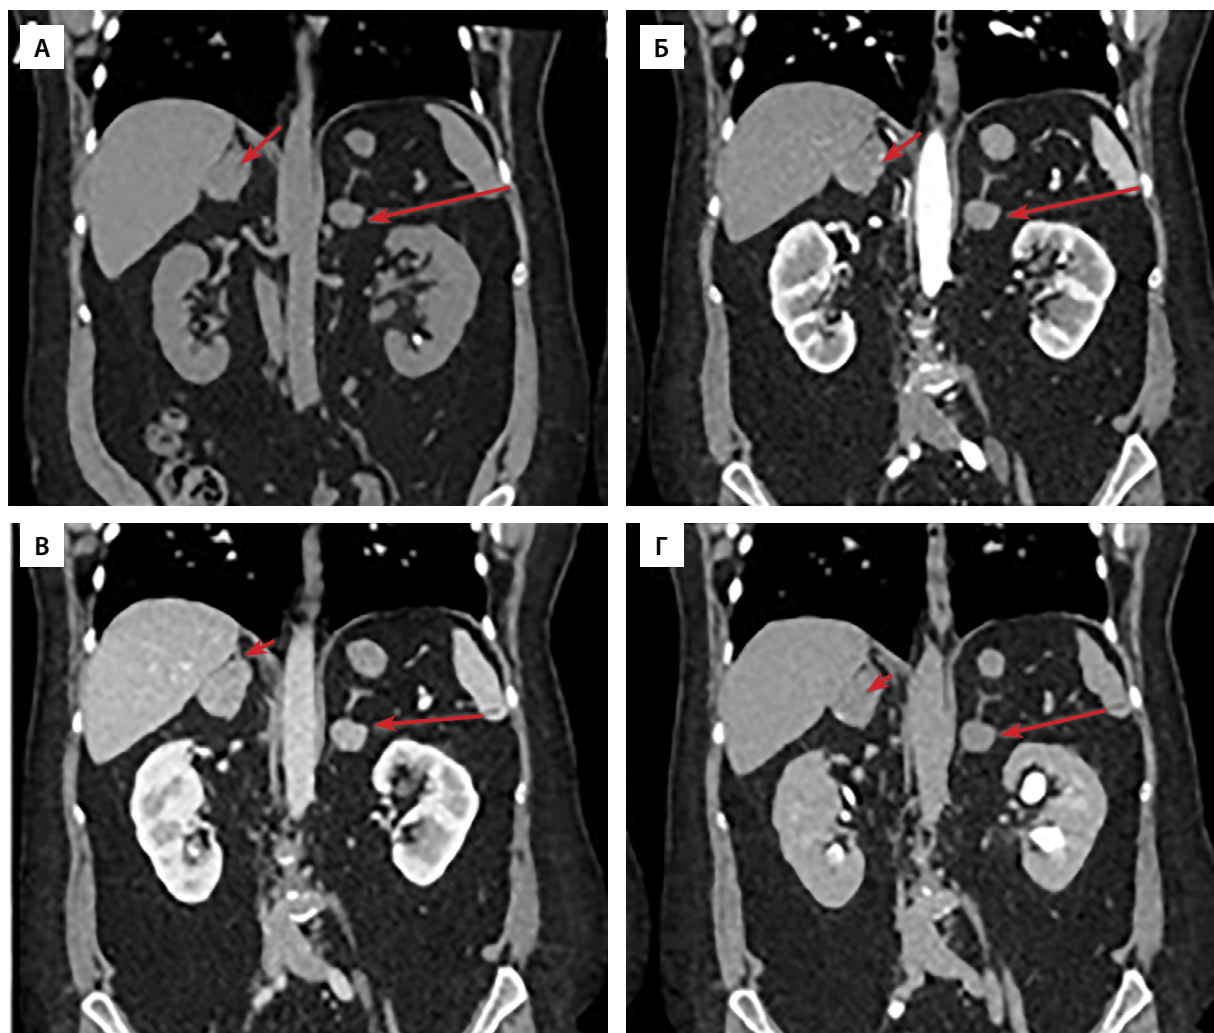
Мультиспиральная компьютерная томография образований обоих надпочечников, корональная проекция: А — нативная фаза; Б — артериальная фаза; В — портальная фаза; Г — отсроченная фаза. Образование правого надпочечника (короткая стрелка), левого надпочечника (длинная стрелка).
